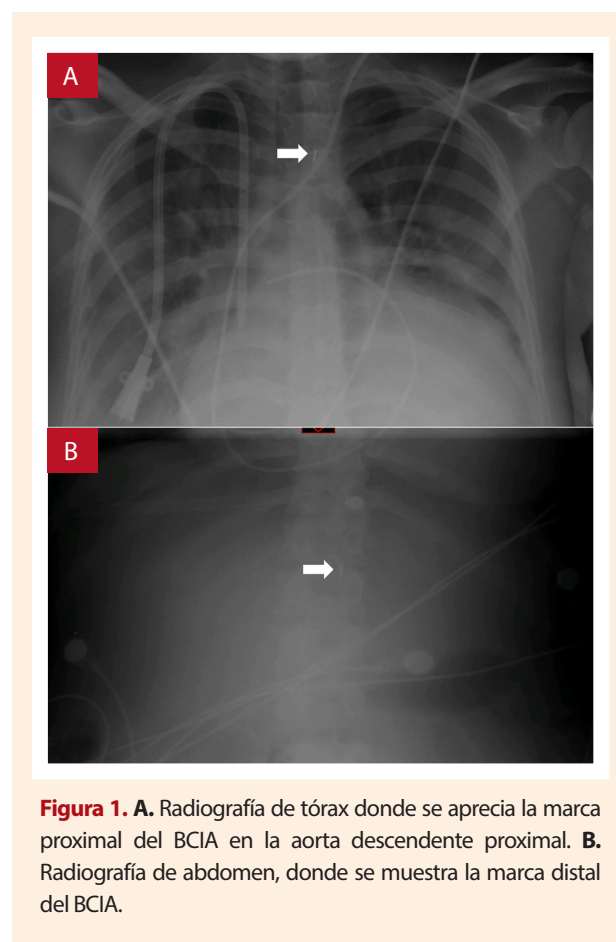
A. Radiografía de tórax donde se aprecia la marca proximal del BCIA en la aorta descendente proximal. B. Radiografía de abdomen, donde se muestra la marca distal del BCIA.
